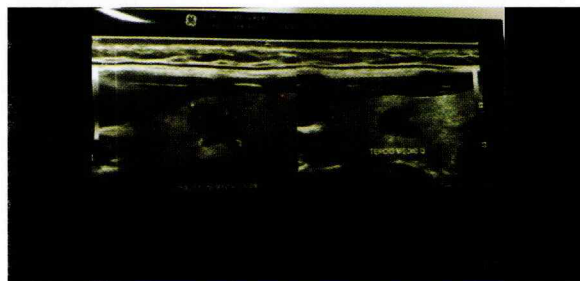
Ecografía de tiroides.
